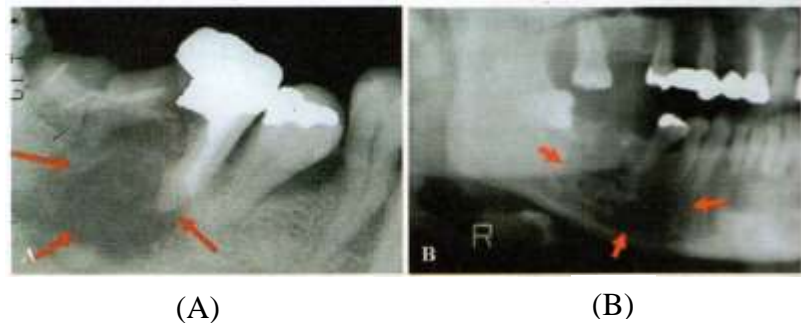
Tampak pola radiolusen yang difus di daerah anterior maksila dan posterior mandibula dengan batas jelas pada radiografi panoramik.
